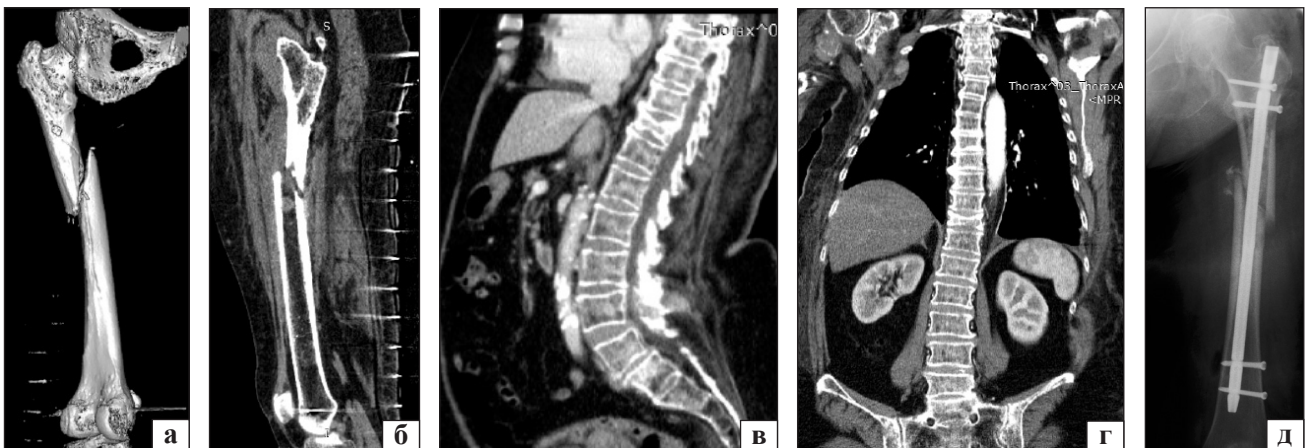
КТ-скани лівого стегна (а, б) та хребта (в, г) хворої О. Метастатичне ураження, патологічні переломи середньої третини лівої стегнової кістки та Th_x, стан після операції (д)
